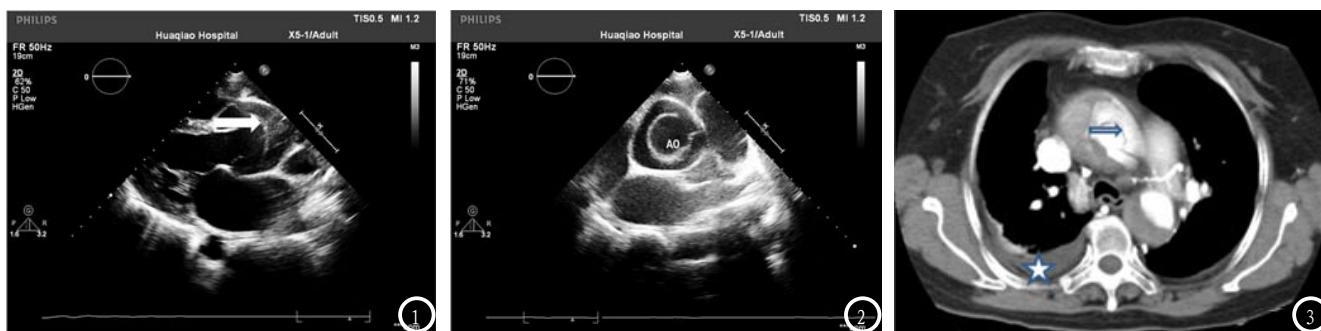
心脏彩超:箭头:主动脉夹层(假腔) AO:主动脉←主动脉夹层; 图3 螺旋CT:☆胸腔积液
